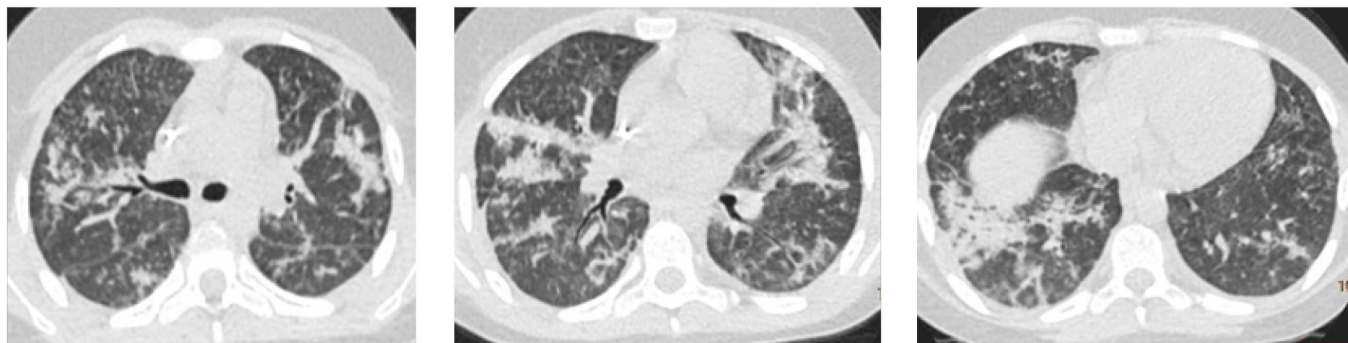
Пациент Л., 13 лет. КТ-картина двусторонней полисегментарной пневмонии вирусной этиологии COVID-19 – КТ-3. Двусторонний гидроторакс малого объема
